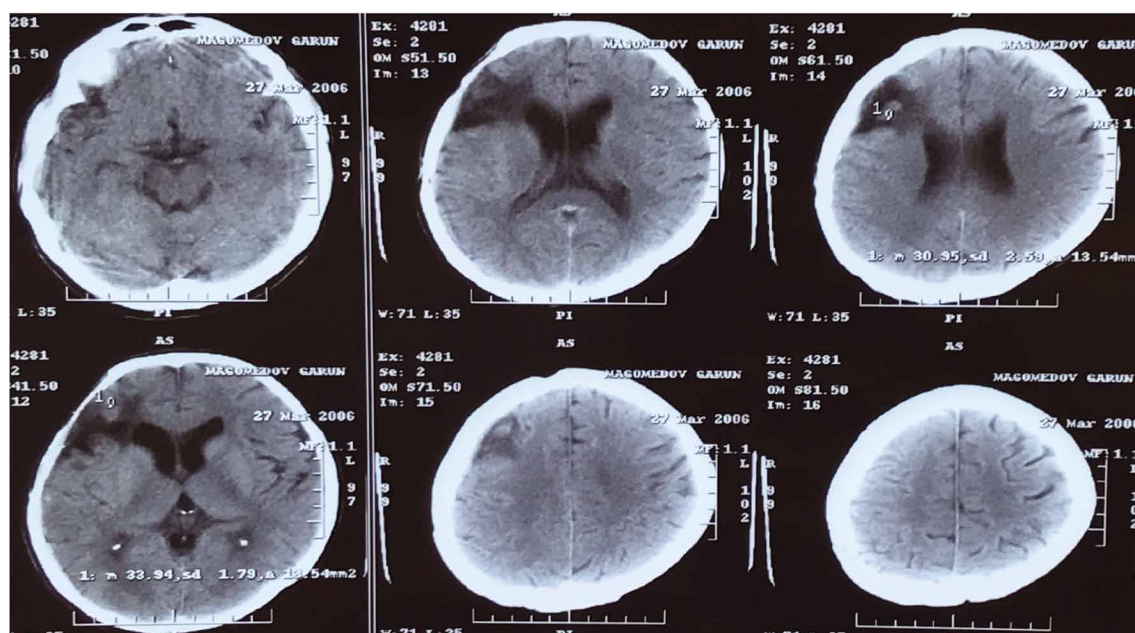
МСКТ головного мозга (аксиальная проекция), 2006 г.
